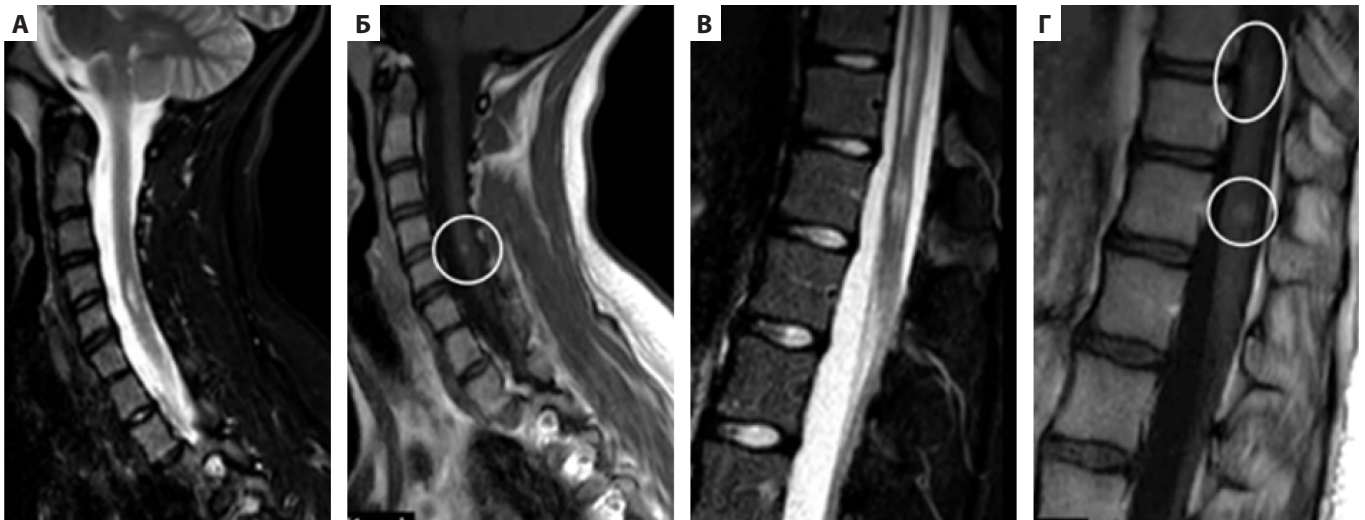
МРТ шейного (А, Б) и грудного (Б, Г) отделов позвоночника в режимах T2-STIR (А, Б) и T1-ВИ с контрастированием (Б, Г) у пациентки 16 лет с воспалительной миофибробластической опухолью брыжейки, получающей терапию пембролизумабом [6] определяются множественные гиперинтенсивные очаги на уровнях C4–C5, Th9–Th11 и Th12 на сагиттальных последовательностях T2-STIR с фокусами контрастирования после внутривенного введения контрастного препарата (круги)
